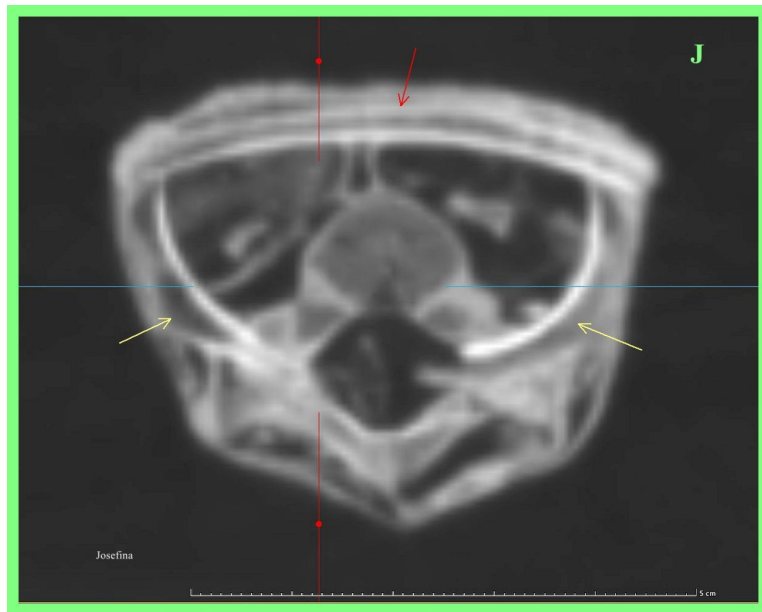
TC 2D axial de 'Josefina' que muestra el anillo de protección formado por la gastralia (flecha roja) por delante, las costillas cortas (flecha amarilla) a los lados y la columna posteriormente.
